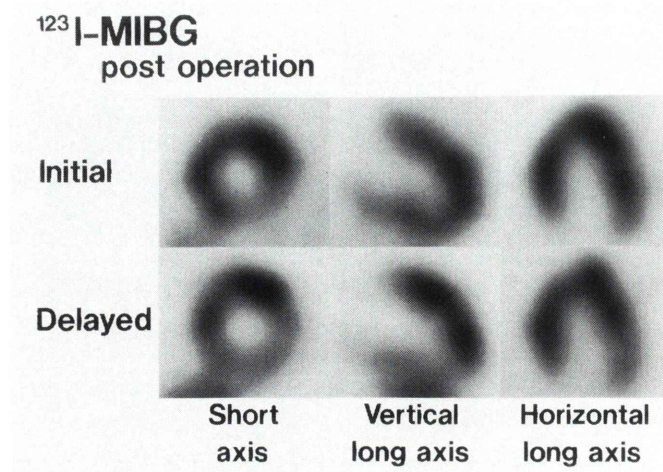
^{123}I -MIBG myocardial SPECT images after resection of the tumor. Decreased tracer uptake in the infero-posterior region improved after resection.
